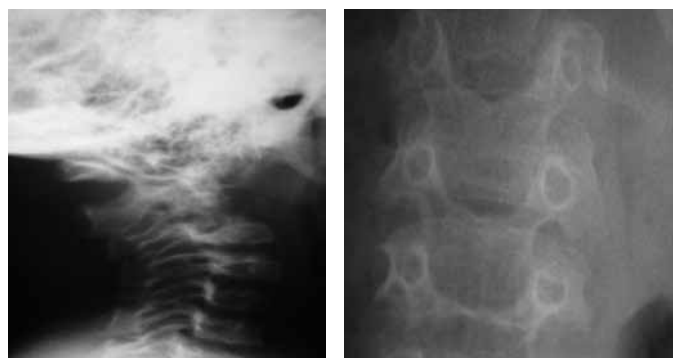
Radiografia em perfil da coluna cervical evidenciando displasia espondiloepifisária (A), e em antero-posterior (B).
